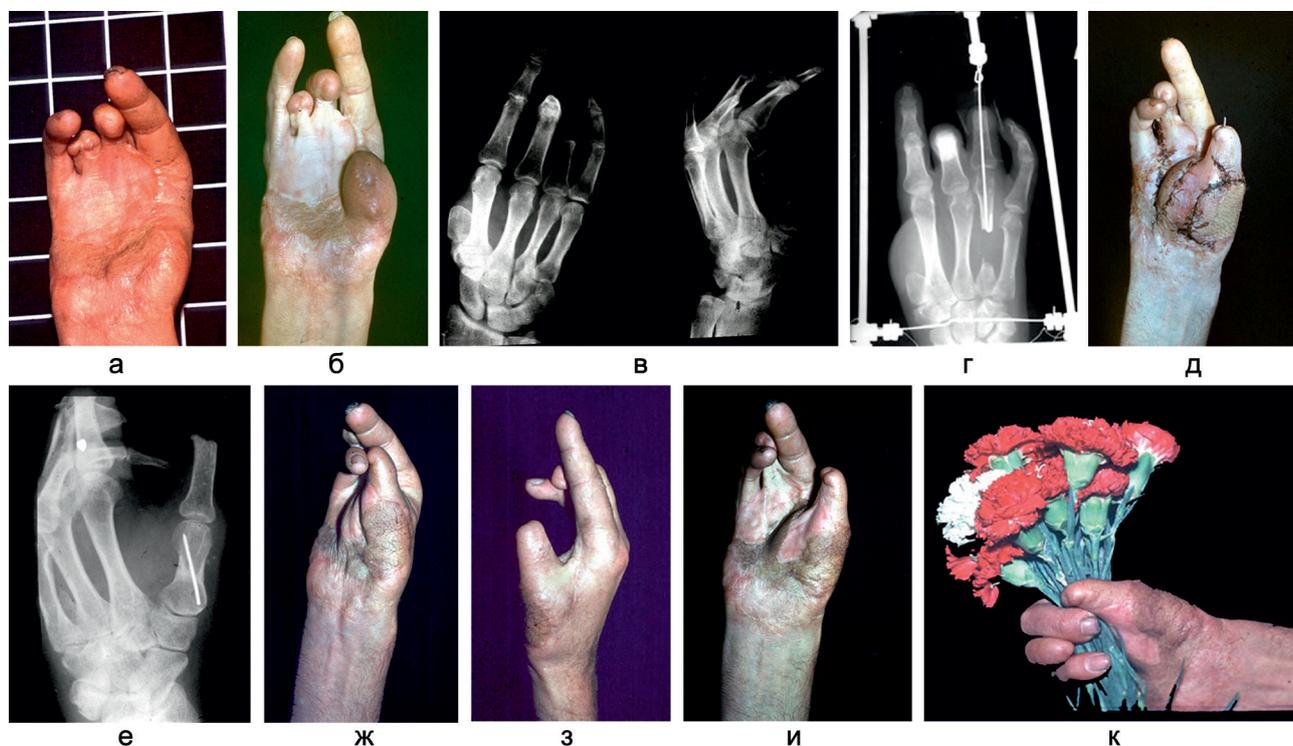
Клинический пример лечения больного с последствиями механической травмы кисти. Рентгенограммы кисти в прямой и боковой проекциях и фото кисти больного Л.: а – перед операцией; б – после пластики лучевого края кисти сдвоенным кожно-жировым лоскутом; в – рентгенограммы кисти до операции; г – рентгенограмма кисти в процессе дистракции культи четвертого пальца с дистальным фрагментом соответствующей пястной кости; д – внешний вид кисти после перемещения культи четвертого пальца с пястной костью на культю первой пястной кости; е – рентгенограмма правой кисти через двенадцать месяцев после операции; ж – противопоставление первого пальца пятаму; з – ладонное отведение первого пальца; и – лучевое отведение первого пальца; к – функция двухстороннего схвата кисти
